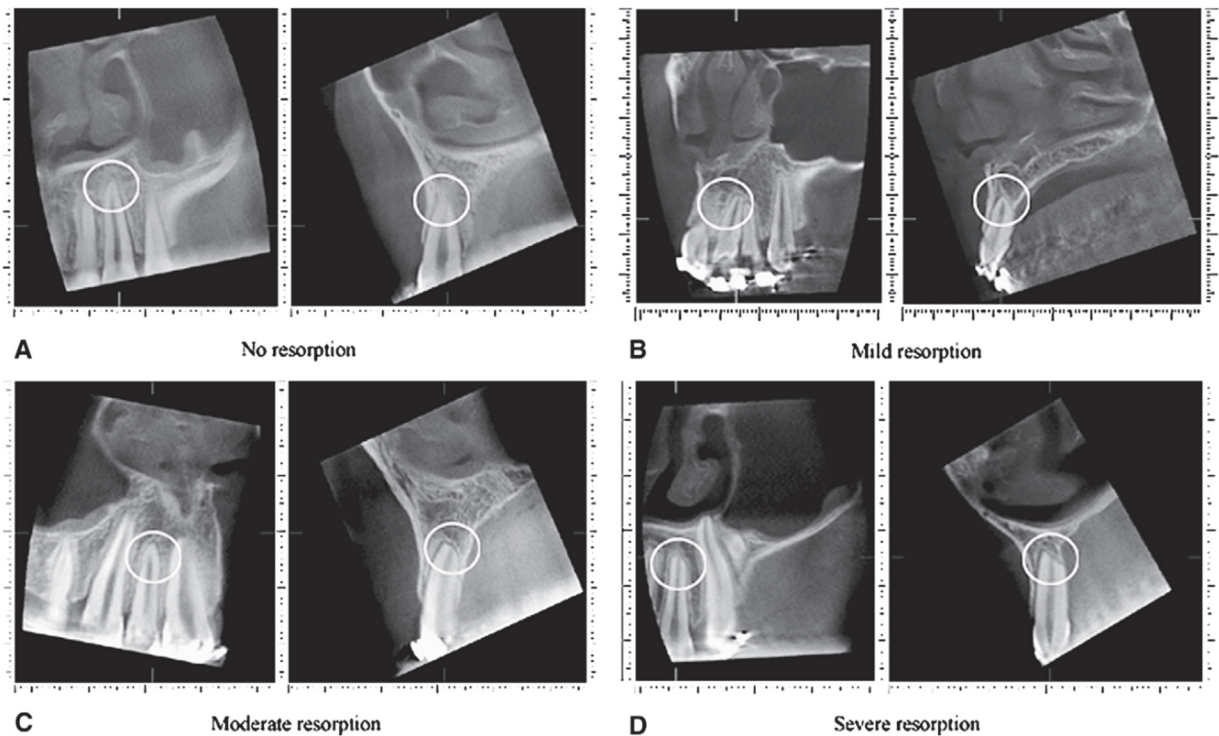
Exemples de coupes de CBCT avec différents stades de résorptions : A, Pas de résorption ; B, Résorption faible ; C, Résorption moyenne ; D, Résorption sévère. (54)
